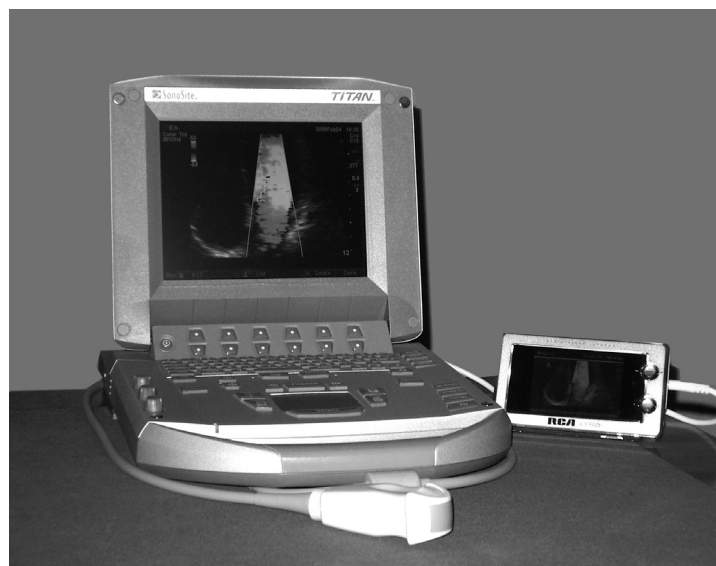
Портативный эхокардиограф с цифровым видеомagneитофоном (справа) на столе у врача.
